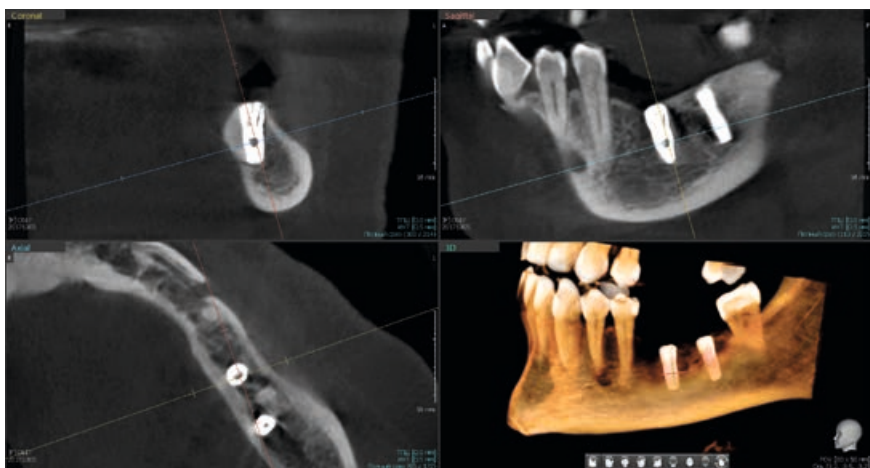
Конусно-лучевая компьютерная томография Vatech. На коронарной проекции определяется верхушка дентального имплантата 3.6, перфорирующая медиальную стенку нижнечелюстного канала.
